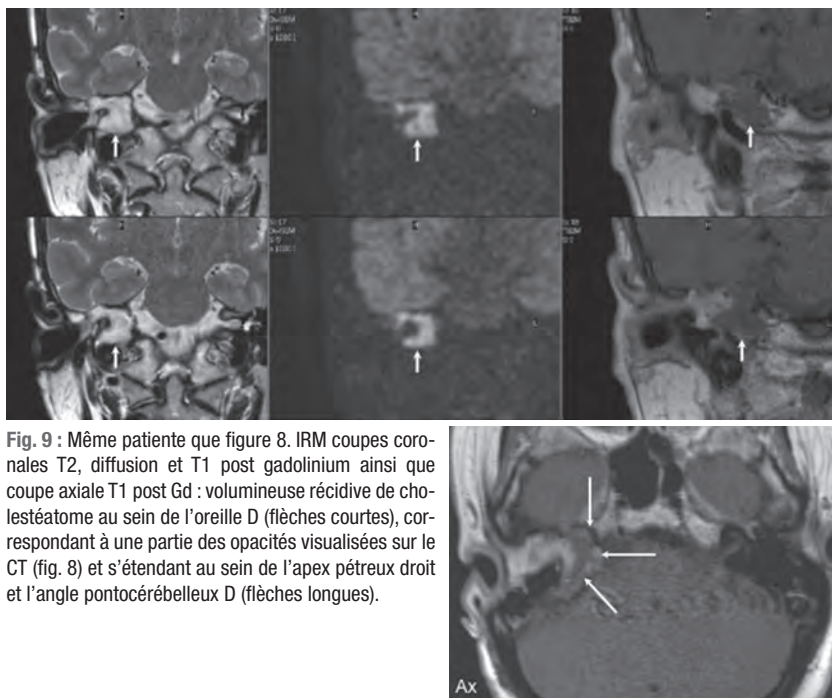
Même patiente que figure 8. IRM coupes coronales T2, diffusion et T1 post gadolinium ainsi que coupe axiale T1 post Gd : volumineuse récidive de cholestéatome au sein de l'oreille D (flèches courtes), correspondant à une partie des opacités visualisées sur le CT (fig. 8) et s'étendant au sein de l'apex pétreux droit et l'angle pontocérébelleux D (flèches longues).
